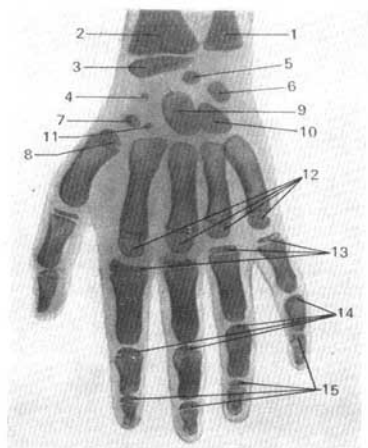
Radiografía de la mano de un niño de 6 años.
